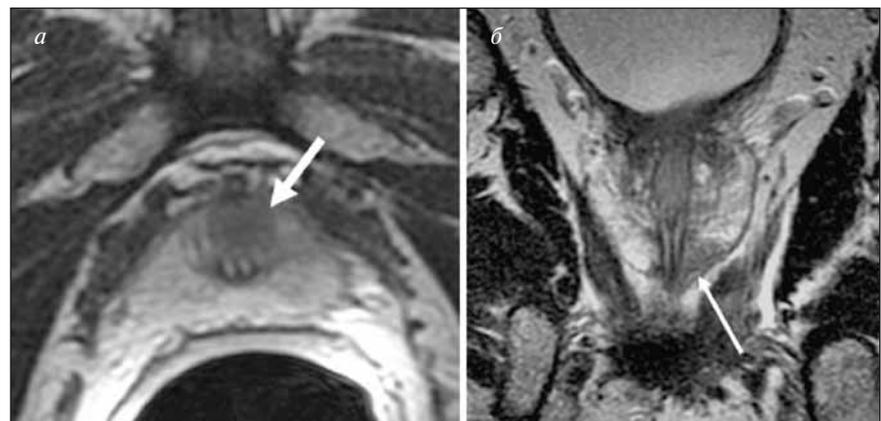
На аксиальной томограмме (а) на уровне верхушки предстательной железы определяется очаг неопластического поражения, расположенный кпереди от интрапростатического отдела уретры. На томограмме во фронтальной плоскости (б) определяется фокальное экстракапсулярное распространение опухоли (тонкая стрелка) с вовлечением мембранозного отдела уретры
